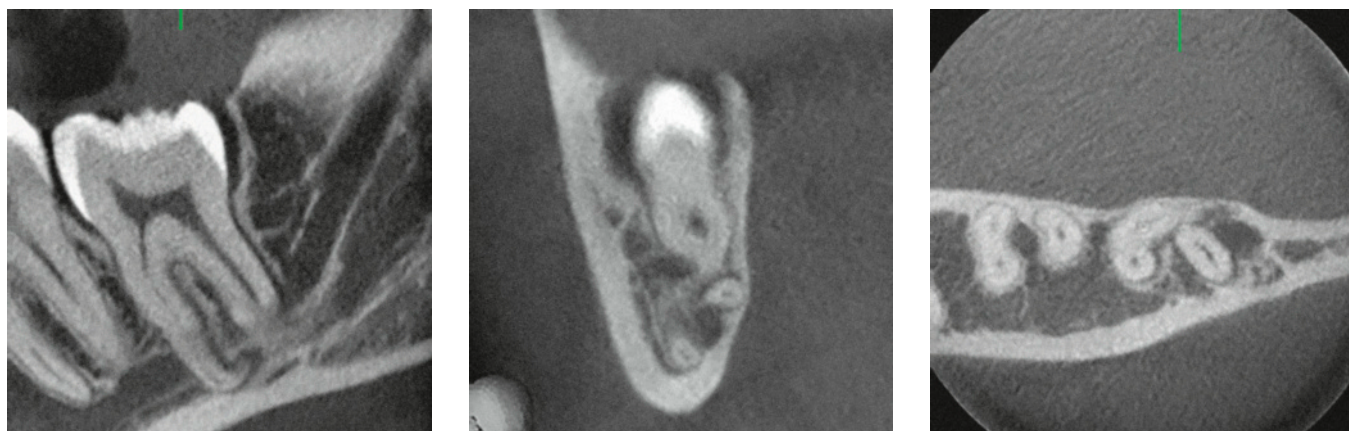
bis 4 Digitale Volumentomografie (DVT; sagittal, vertikal, transversal) zur Darstellung des Zahns 38 mit 3 Wurzeln und interradikulärem Nervverlauf.
